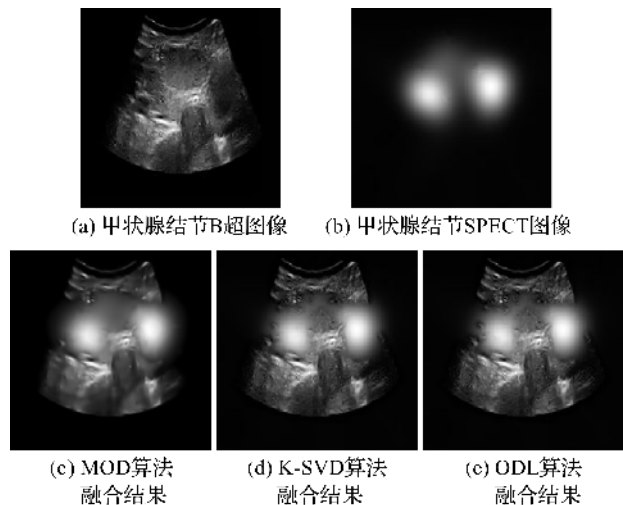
人体甲状腺结节B超/SPECT图像融合结果
